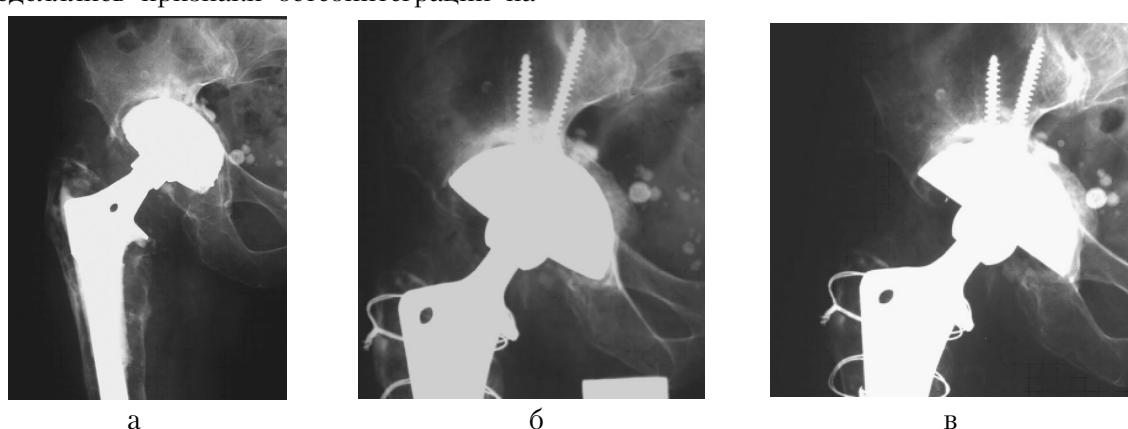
Рентгенограммы пациентки Р., 77 лет. Результат установки вертлужного компонента «press-fit» фиксации при проведении ревизионной ацетабулопластики: а – при поступлении; б – после операции; в – через 6 месяцев.
